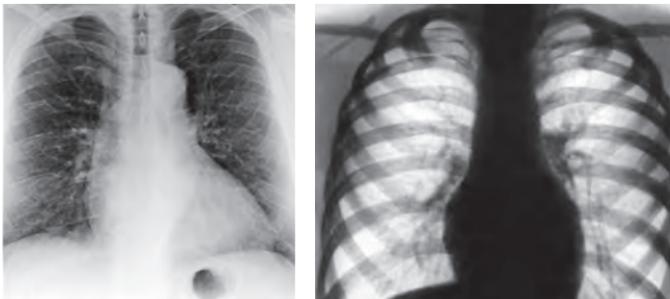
Рентгенологическая картина у пациентов с ХОБЛ
